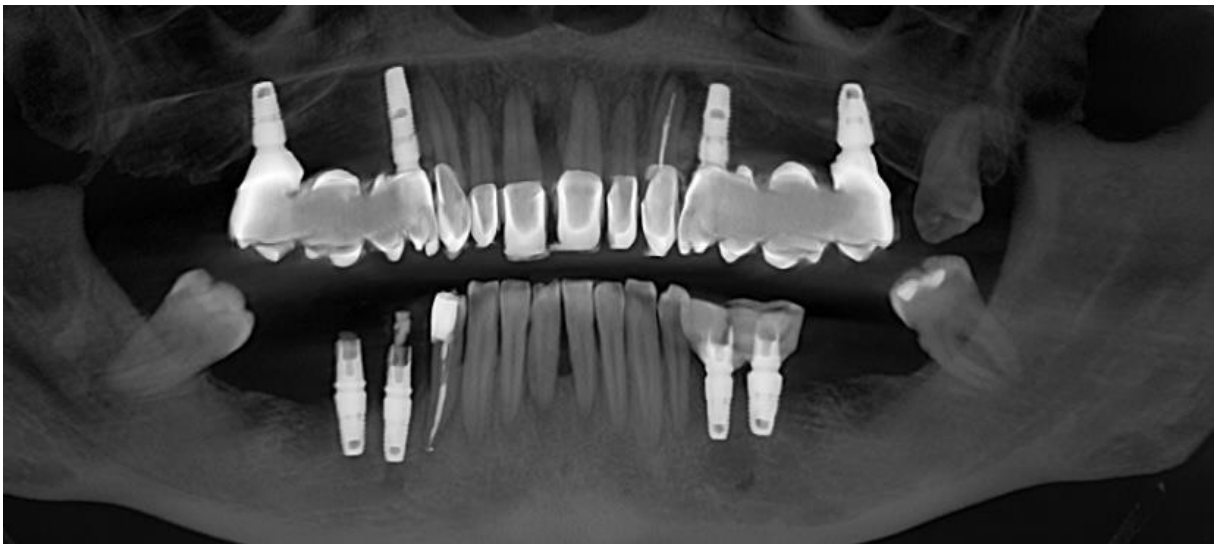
Ортопантограмма до ортодонтической интрузии
